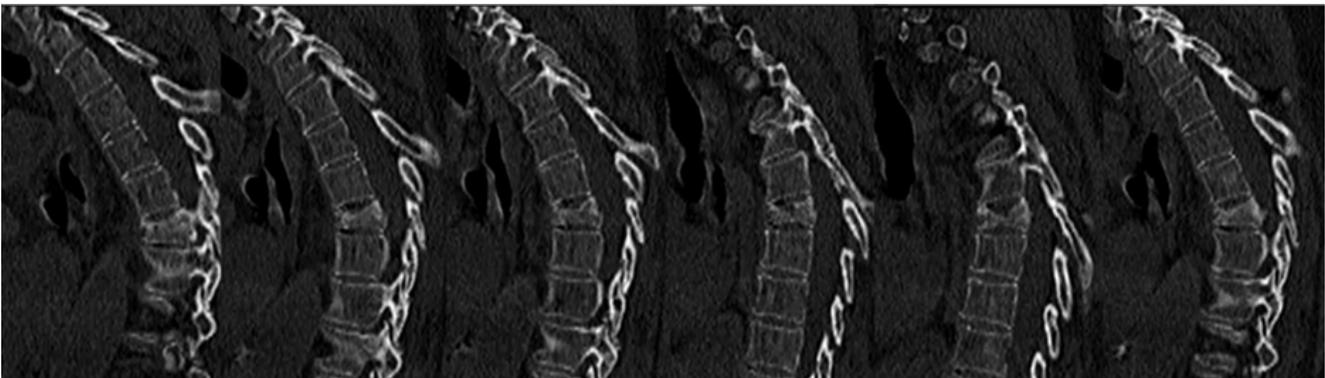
Reconstrucción multiplanar de angioTC de tórax para estudio de arterias pulmonares. Imágenes parasagitales contiguas de derecha a izquierda a la altura del segmento torácico medio. Acúñamiento anterior y pérdida de altura de D6 que sugiere una fractura osteoporótica. Además existen fenómenos erosivos sobre la plataforma superior. Al comparar el estudio con TC realizada 2 años antes (no mostrada), las alteraciones del espóndilo D6 no eran evidentes.
